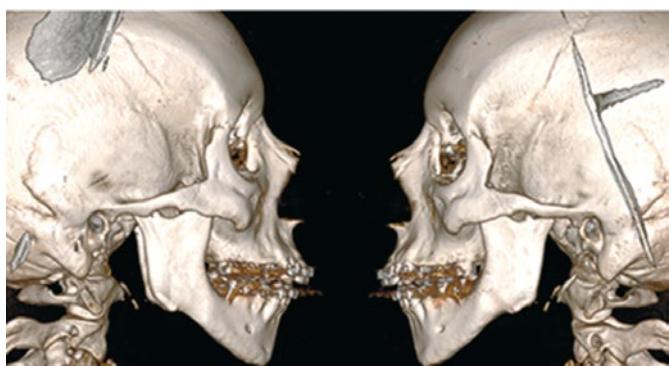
Спиральная компьютерная томография костей лицевого черепа до операции
